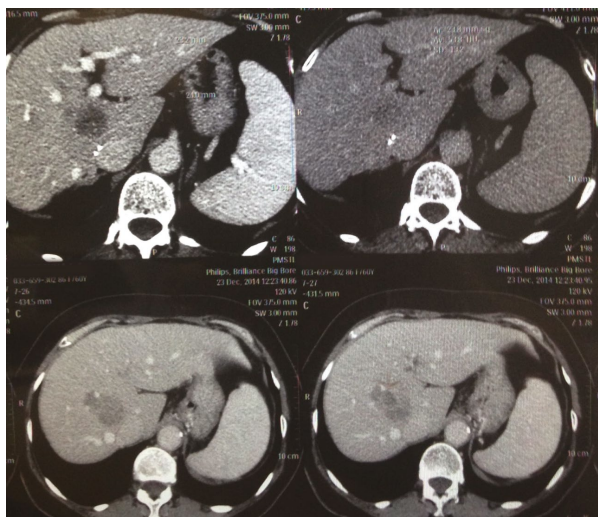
СКТ демонстрирующая характер поражения печени на момент обращения пациентки в 2014 году. Рецидив в зоне РЧТА в SV-SVIII печени с распространением на SIV и SI
